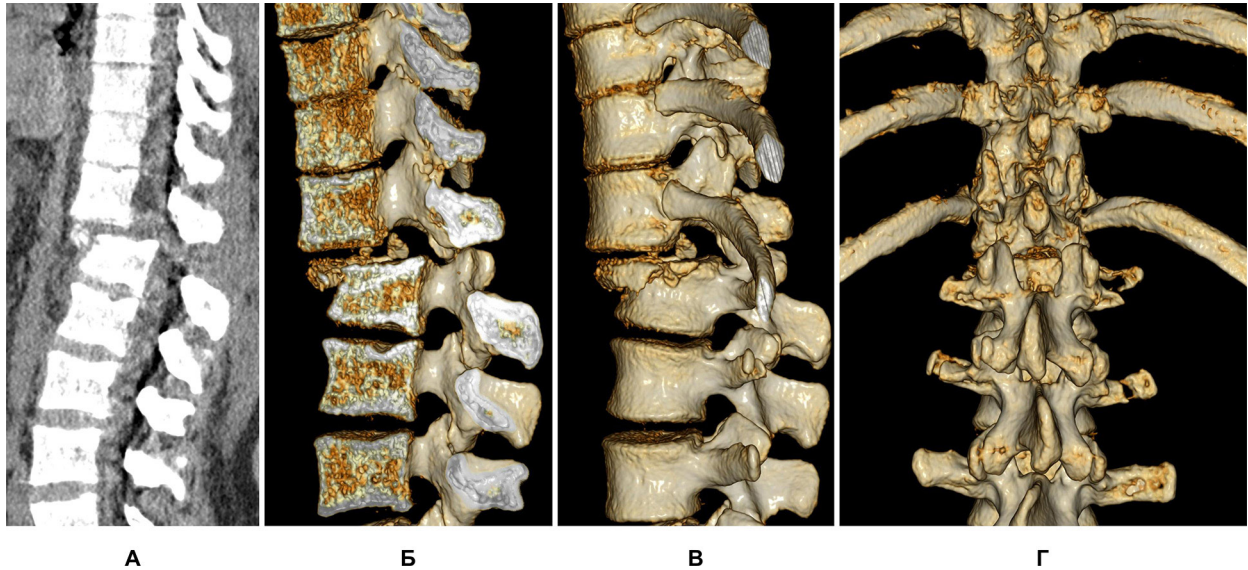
Комп'ютерна томографія зони грудопоперекового переходу під час первинної госпіталізації пацієнта: А – сагітальна реконструкція. Тривимірна реконструкція: Б – зріз у серединній сагітальній площині; В – вигляд ліворуч; Г – вигляд ззаду
